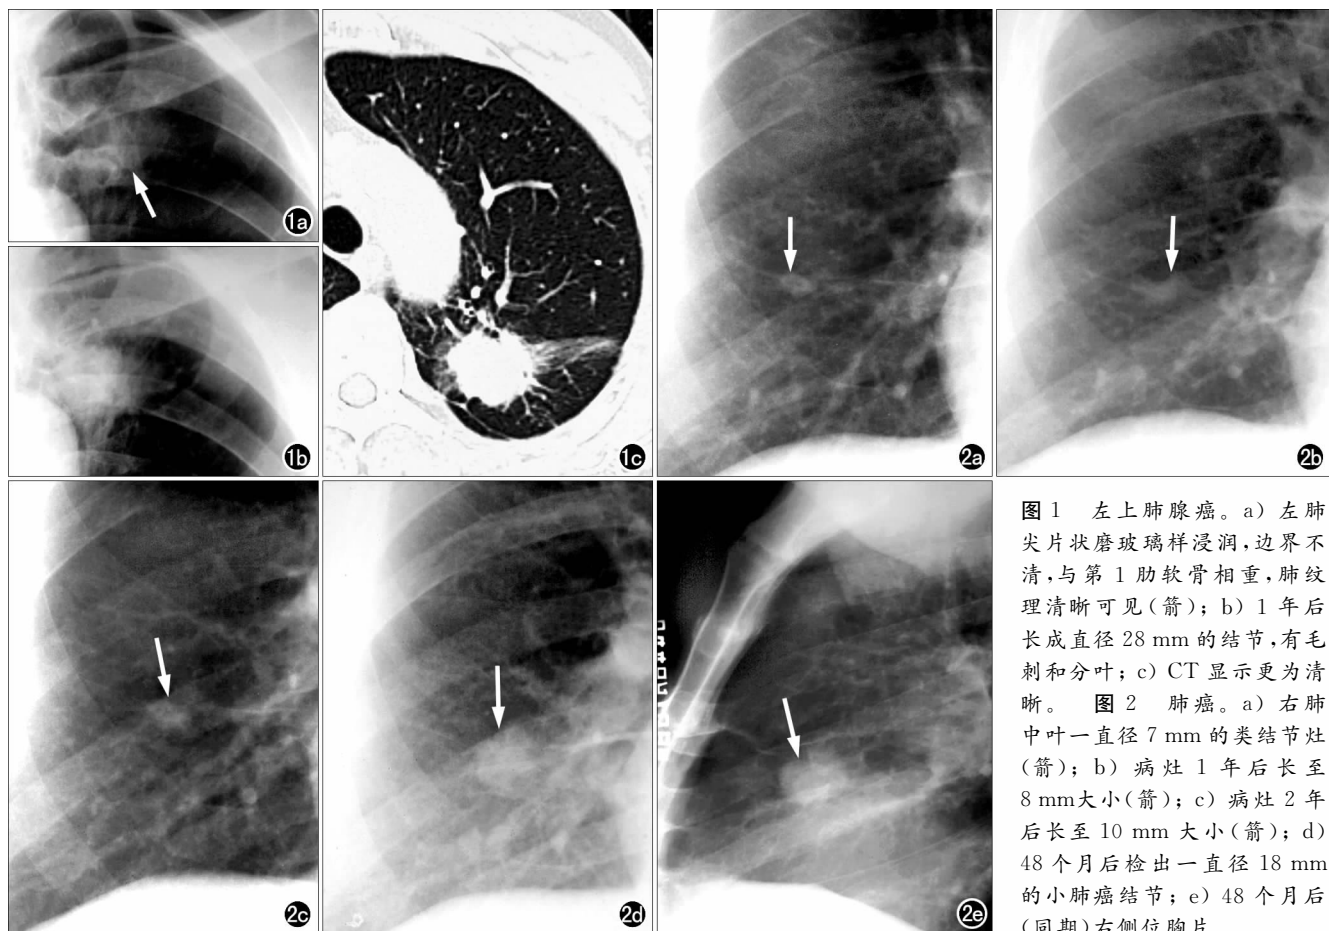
左上肺腺癌。a) 左肺尖片状磨玻璃样浸润, 边界不清, 与第 1 肋软骨相重, 肺纹理清晰可见(箭); b) 1 年后长成直径 28 mm 的结节, 有毛刺和分叶; c) CT 显示更为清晰。图 2 肺癌。a) 右肺中叶一直径 7 mm 的类结节灶(箭); b) 病灶 1 年后长至 8 mm 大小(箭); c) 病灶 2 年后长至 10 mm 大小(箭); d) 48 个月后检出一直径 18 mm 的小肺癌结节; e) 48 个月后(同期)右侧位胸片。
